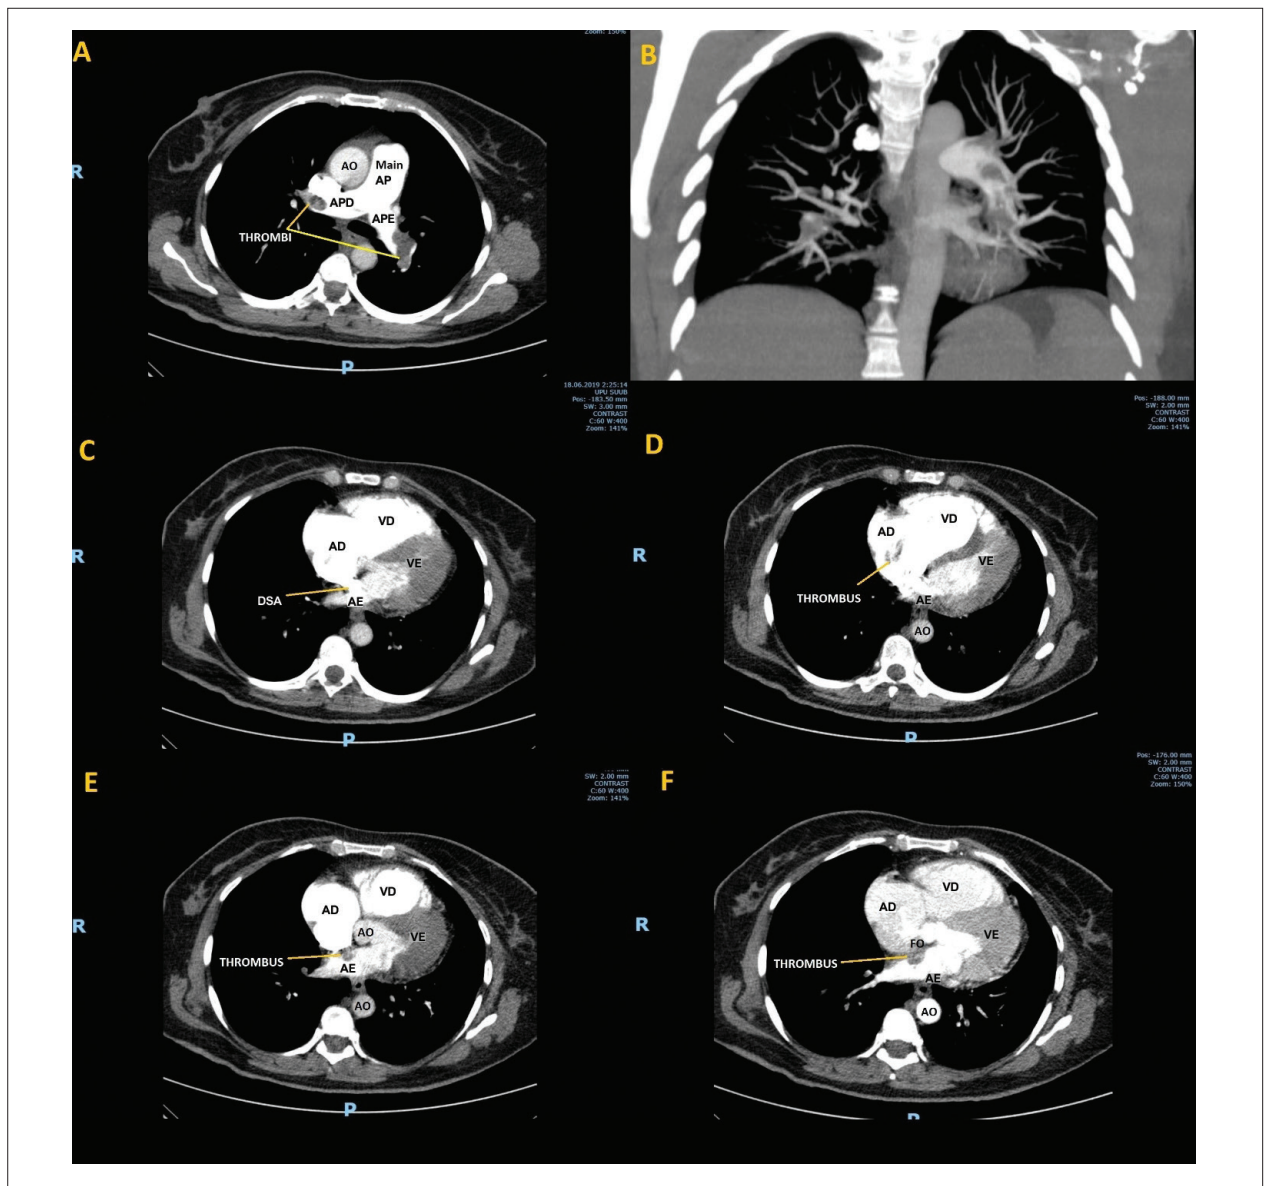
Tomografia computadorizada torácica. Painel A – seção transversal mostrando grande embolia pulmonar com trombo nas principais artérias pulmonares esquerda e direita. Painel B – Imagem de reconstrução mostrando a oclusão das principais artérias pulmonares e oligoemia periférica. Painel C – seção transversal mostrando o defeito de septo atrial com o contraste fluindo do átrio direito aos átrios esquerdos. Painel D – seção transversal mostrando o trombo no átrio direito. Painel E – seção transversal mostrando o trombo se estendendo para o átrio esquerdo. Painel F – seção transversal mostrando o trombo na fossa oval. AP: artéria pulmonar; APD: artéria pulmonar direita; APE: artéria pulmonar esquerda; AO: aorta; VD: ventrículo direito; AD: átrio direito; VE: ventrículo esquerdo; AE: átrio esquerdo; DSA: defeito de septo atrial; FO: fossa oval.
